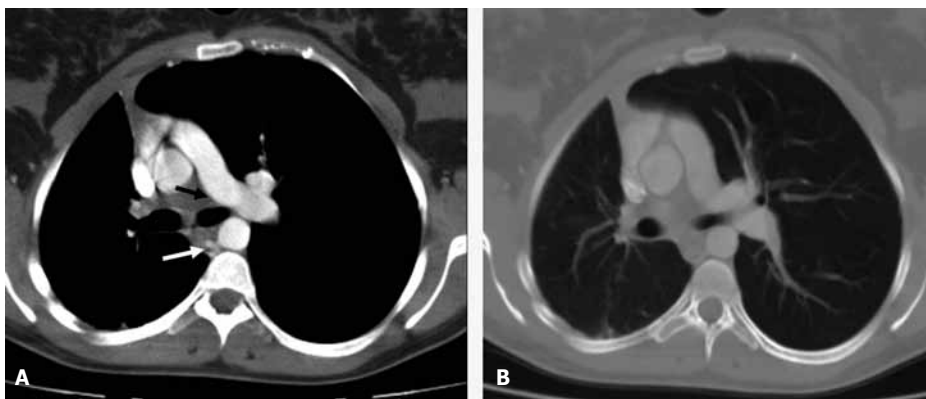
A) TC torácica con contraste, que muestra ausencia de arteria pulmonar derecha desde la zona de bifurcación en la principal (flecha negra) e hipertrofia compensadora de arterias bronquiales (flecha blanca). B). El mismo plano que en la figura A con ventana de pulmón, que muestra el afilamiento arterial difuso en pulmón derecho. Nótese la herniación pulmonar contralateral.
